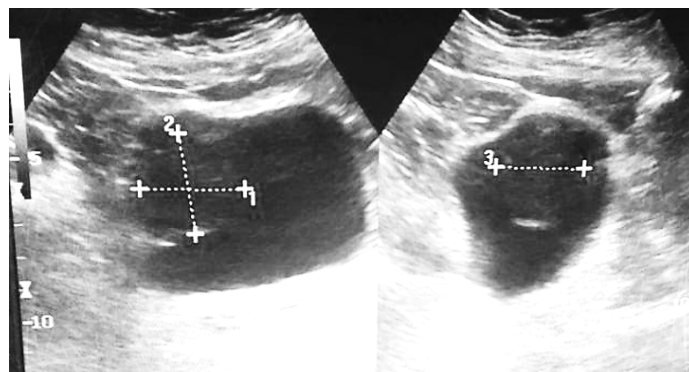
Предоперационное УЗИ, образование мочевого пузыря
